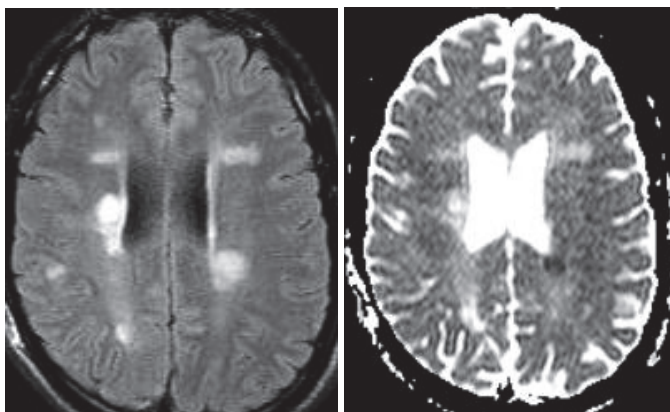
Séquence FLAIR et de diffusion en coupe axiale. Mise en évidence de l'augmentation de la diffusivité au sein des lésions.
